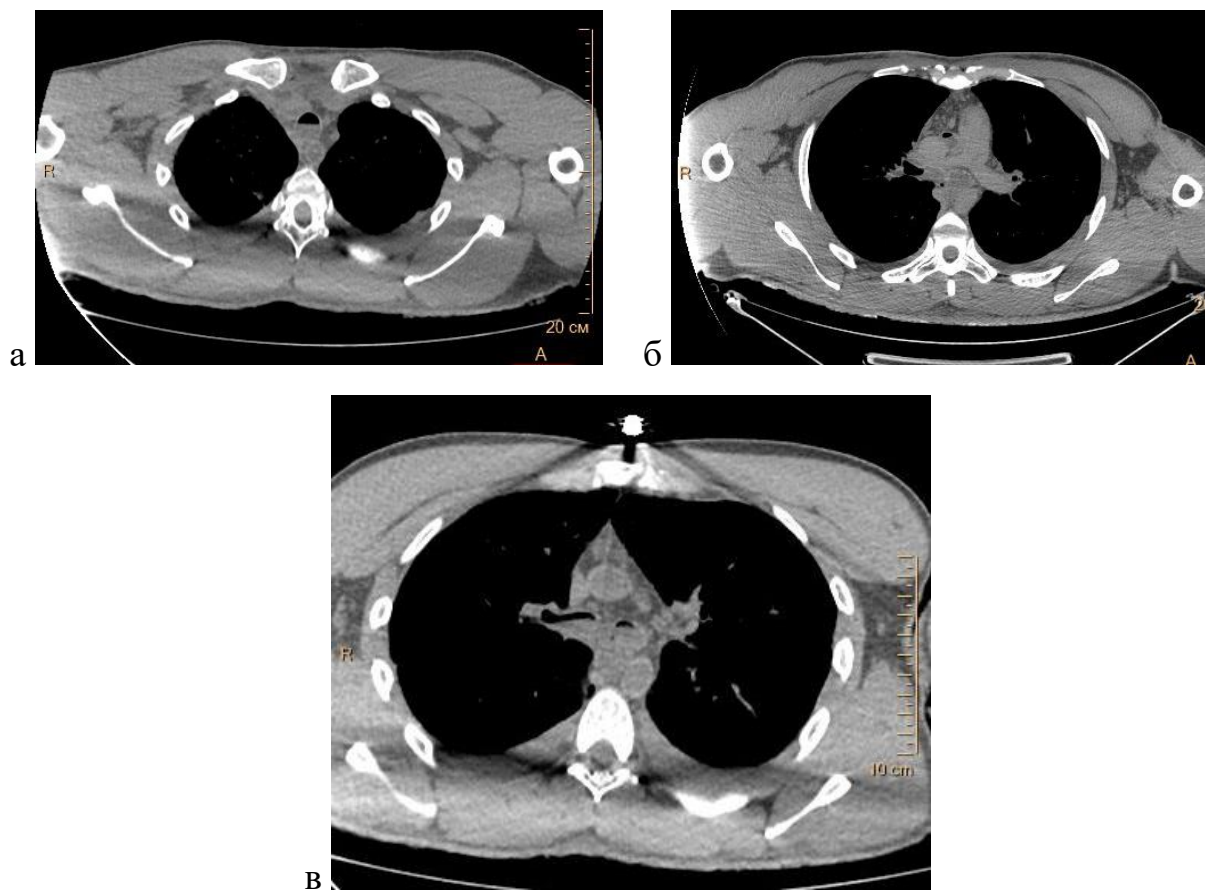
а, б, в - Содержимое в просвете трахеи. Посмертное КТ-исследование
